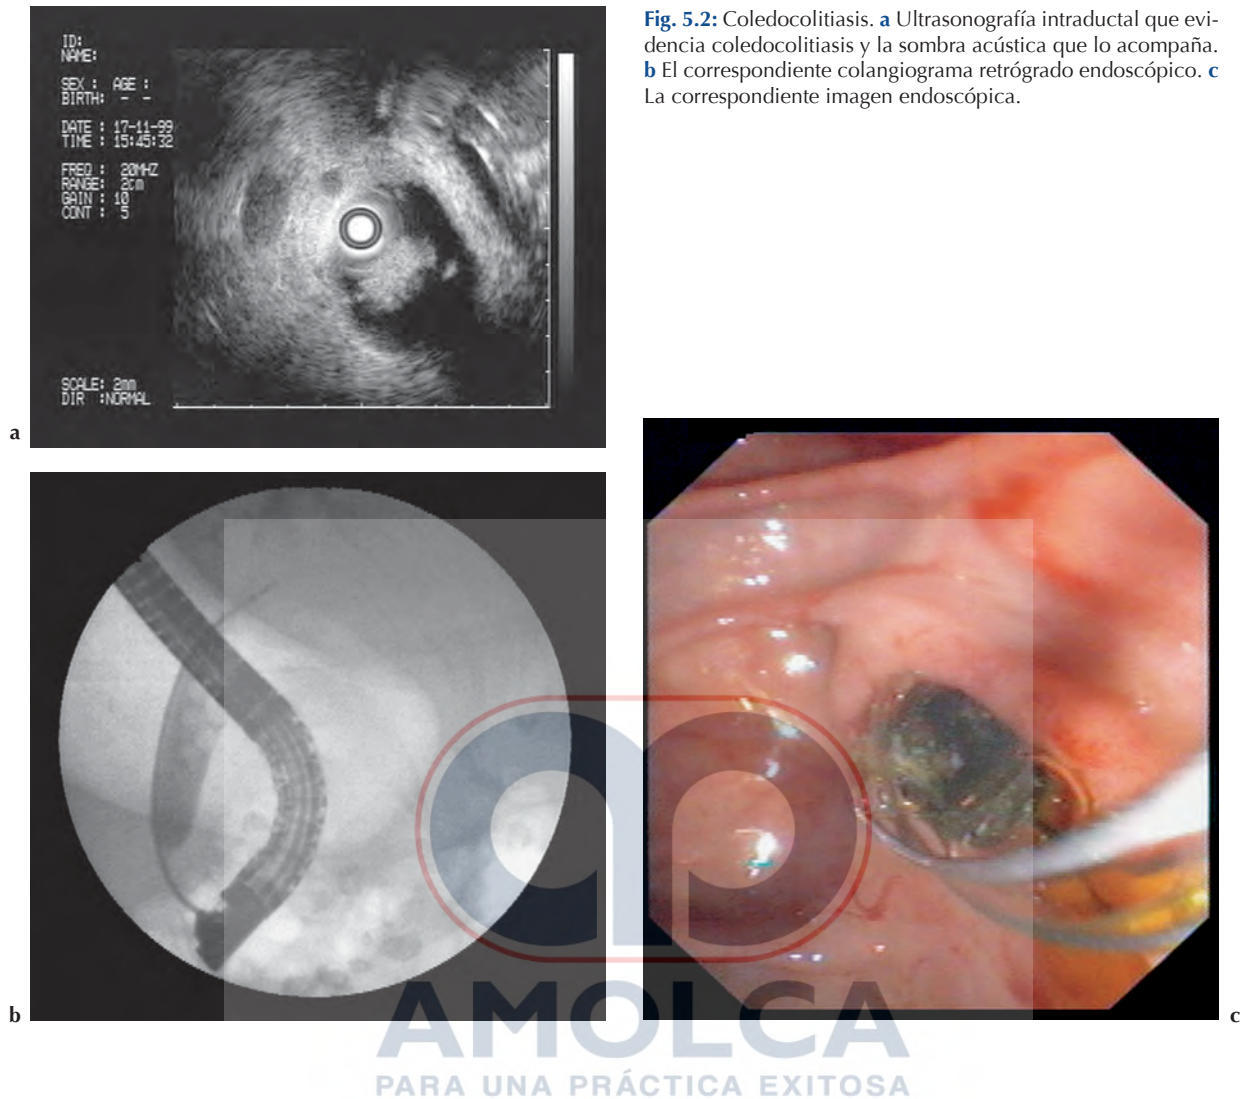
Coledocolitiasis. a Ultrasonografía intraductal que evidencia coledocolitiasis y la sombra acústica que lo acompaña. b El correspondiente colangiograma retrógrado endoscópico. c La correspondiente imagen endoscópica.
